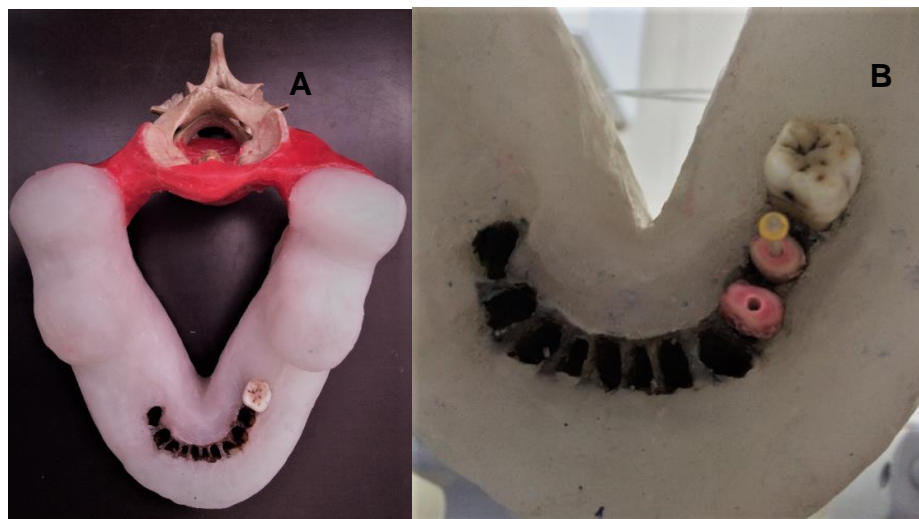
Preparação do phantom. (A) Vértex acopladas à mandíbula, em posição anatômica; (B) Posicionamento dos dentes tomografados.
